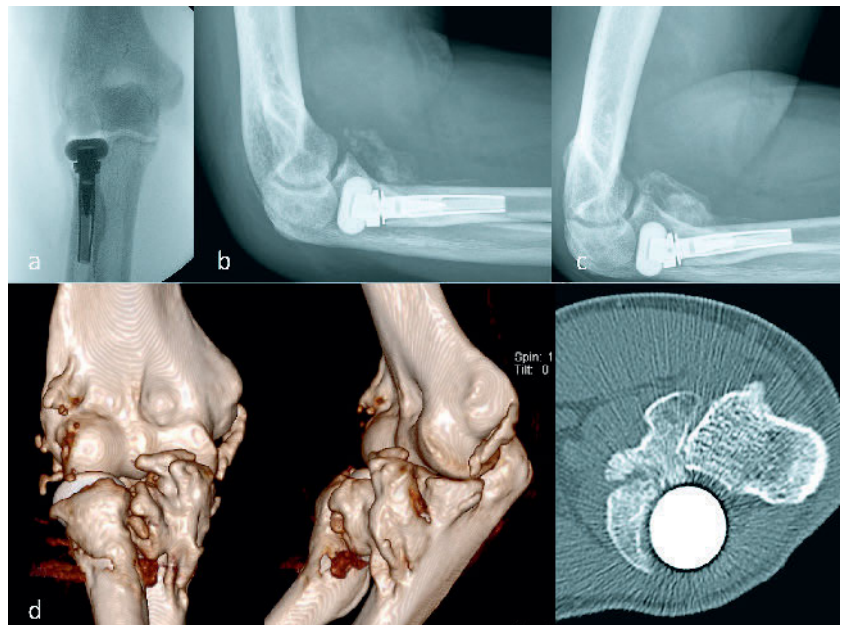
50-jähriger Patient mit terrible triad Verletzung des rechten Ellenbogens sowie ACG Sprengung Typ Rockwood V links. Bei nicht rekonstruierbarer Radiuskopffraktur erfolgte die Implantation einer Radiuskopfprothese. Intraoperativ ist die korrekte Ausrichtung der Prothese an der lateralen Coronoidkante zu sehen (a). 2,5 Wochen postoperativ zeigt sich in der radiologischen Verlaufskontrolle die Bildung einer HTO (b). 12,5 Wochen postoperativ ist eine deutliche Zunahme der HTO sichtbar (c). Im CT ist aus Maß der HTO auf das radioulnare Gelenk sichtbar (d). Die Beweglichkeit des Patienten beträgt für Extension/Flexion 0–45–110° und Pronation/Supination 0–0–20°. Es erfolgte die operative Abtragung der HTO.
